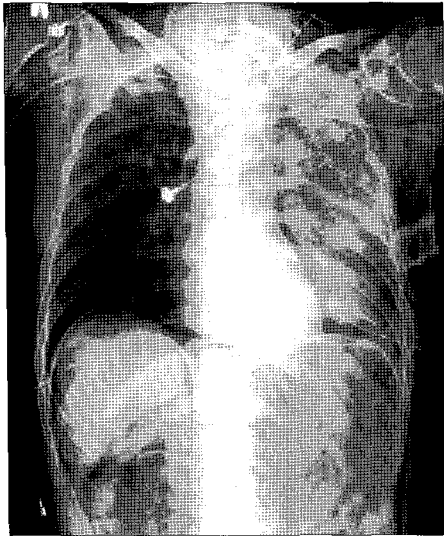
Chest X-ray shows massive subcutaneous emphysema on left side.
